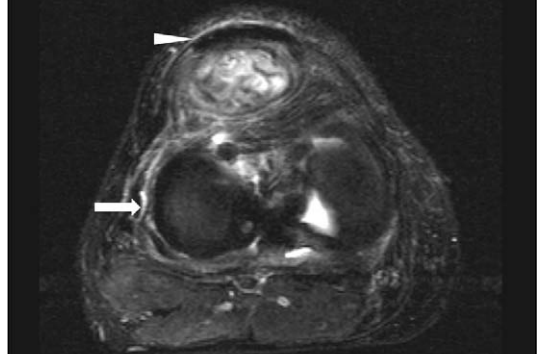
The MRI axial view shows 3.7×2.4 cm sized round mass located between the patella tendon (arrow head) and femoral condyle (arrow), which shows heterogenous signal density in T2 weighted image.
